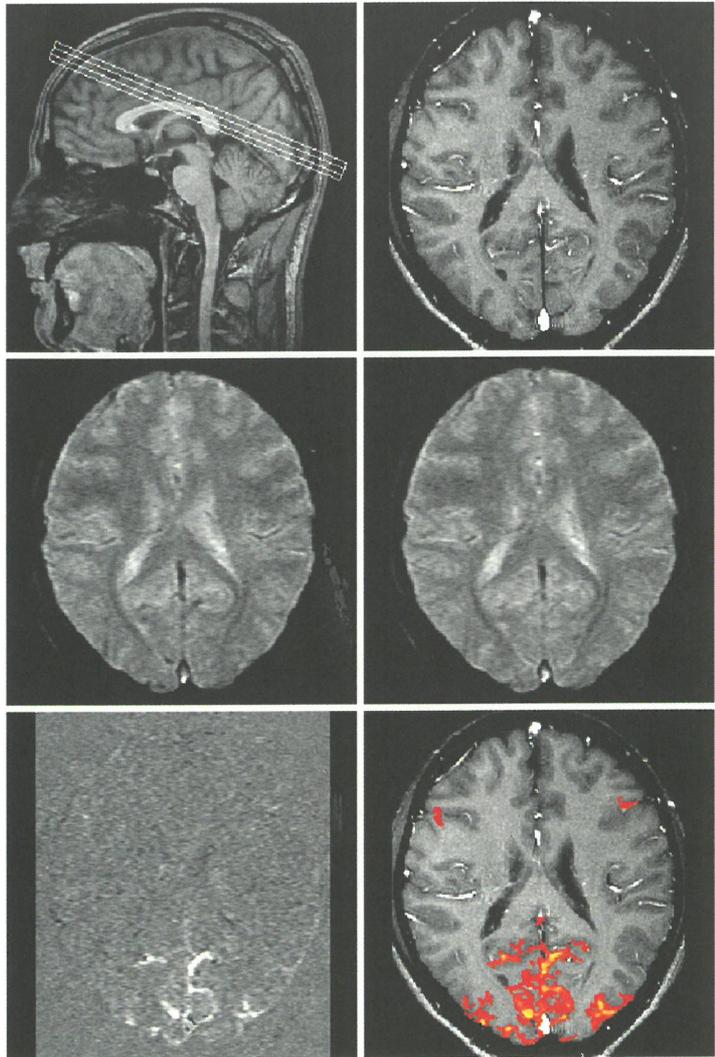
Funktionelle Kartierung der Sehrinde. Schichtorientierung (oben links) und anatomische Darstellung einer ausgewählten Ebene mit Betonung der Gefäße (oben rechts). Beim Übergang von Dunkelheit (Mitte links) zu einer Stimulation mit Flickerlicht (Mitte rechts) verstärkt sich in einigen Bereichen der Sehrinde die Signalintensität geeignet gewählter Magnetresonanztomographie-Bilder. Die Unterschiede zwischen den Funktionszuständen werden deutlicher in einem Differenzbild der Intensitäten (unten links) oder in einer Karte aus farbkodierten Korrelationskoeffizienten (unten rechts), welche die Ähnlichkeit des Stimulationsprotokolls mit dem Signalverhalten in jedem einzelnen Bildpunkt quantifiziert.
